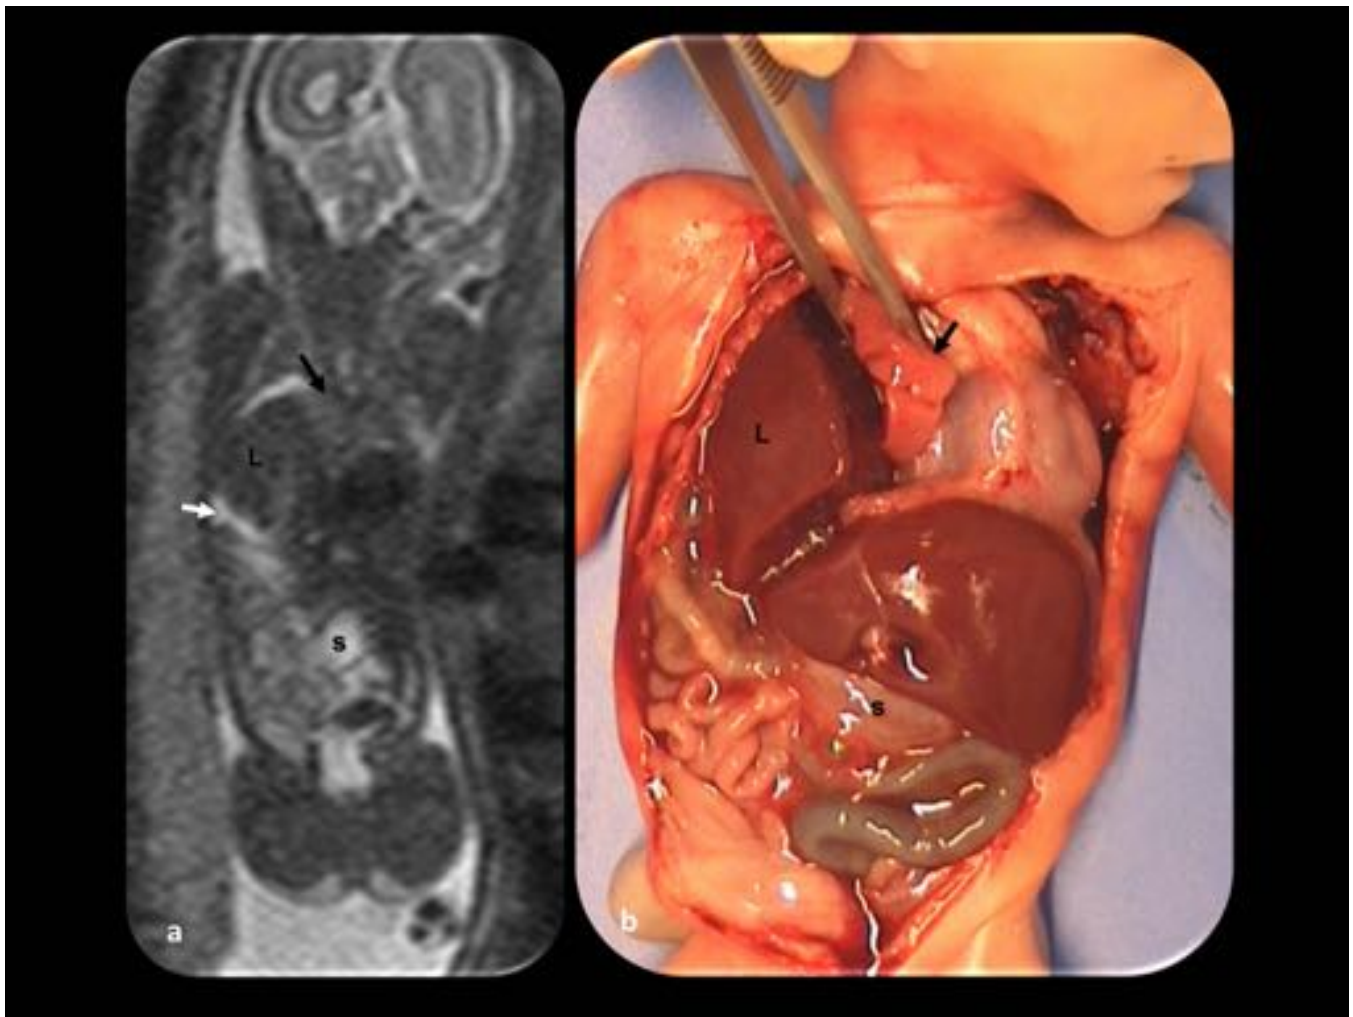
Hernia diafragmática derecha. Feto de 22 semanas de gestación. (a) Imágenes coronales: aunque todo el hemitórax derecho se encuentra ocupado por el hígado (L), también se observa un pequeño (flecha blanca). Desplazamiento hacia la izquierda del corazón con el estómago (s) en posición correcta. Tenga en cuenta la hipoplasia pulmonar (flecha negra). (b) Pieza anatómica que muestra todos los hallazgos descritos en la RM.
